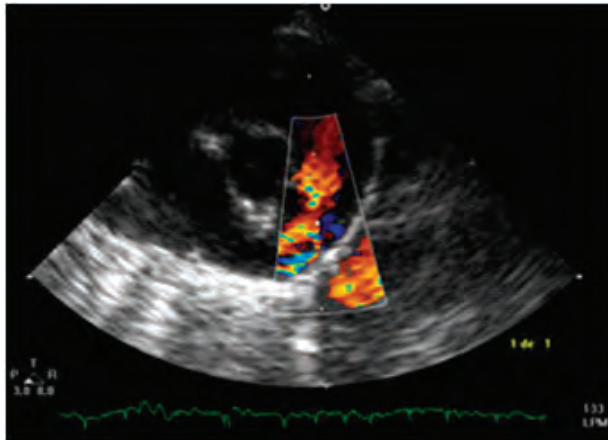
a. 23 b. Ecocardiograma Doppler color transtorácico (A) y transesofágico (B) y Doppler continuo (C) en un paciente con conducto arterioso persistente. TP: tronco pulmonar; AoD: aorta descendente; AoA: aorta ascendente; RPD: rama pulmonar derecha; D: ductus
